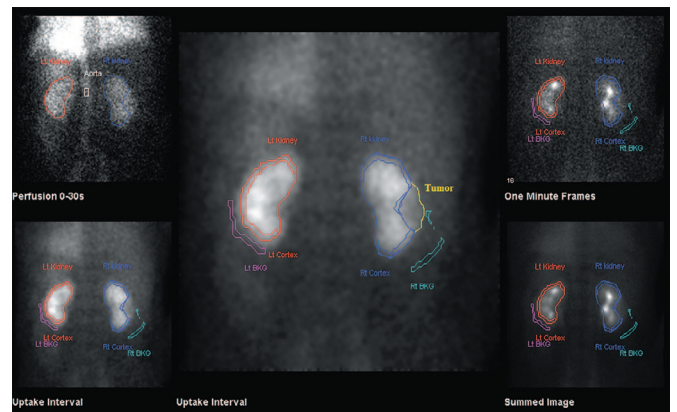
Динамическая нефросцинтиграфия. Опухоль среднего сегмента левой почки
